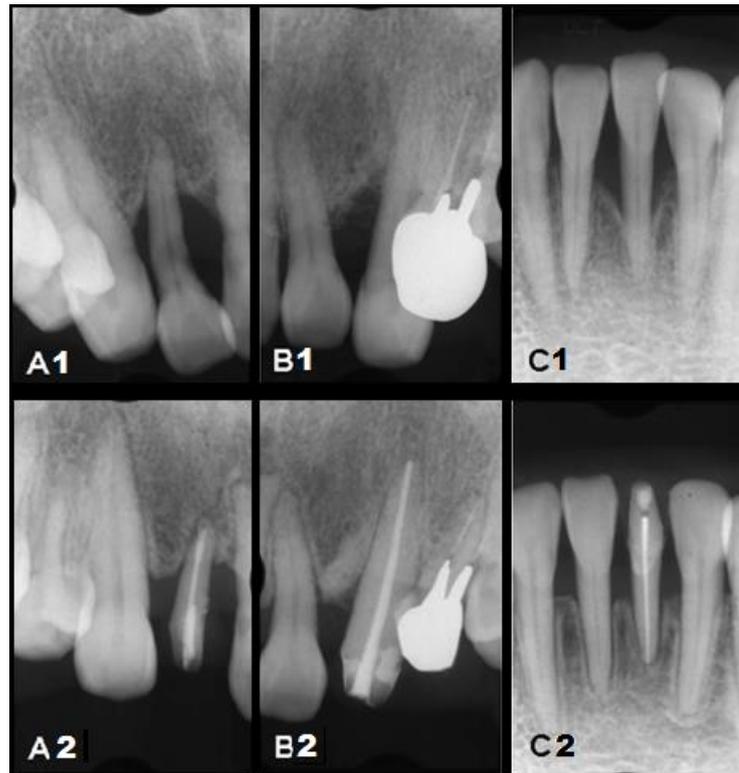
Radiografías antes y después del tratamiento con movimientos extrusivos<sup>41</sup>
